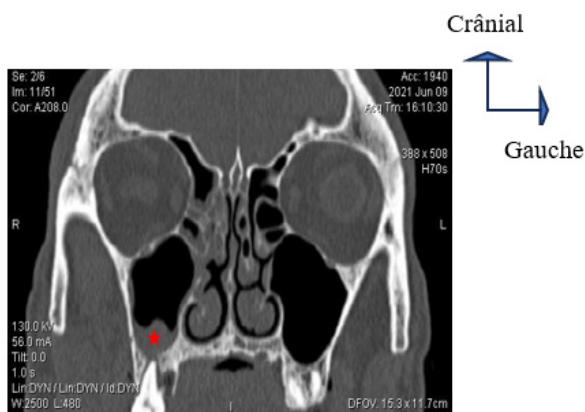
coupe TDM coronale des sinus (étoile rouge montrant l'épaississement du sinus droit et l'apex intra sinusien)
